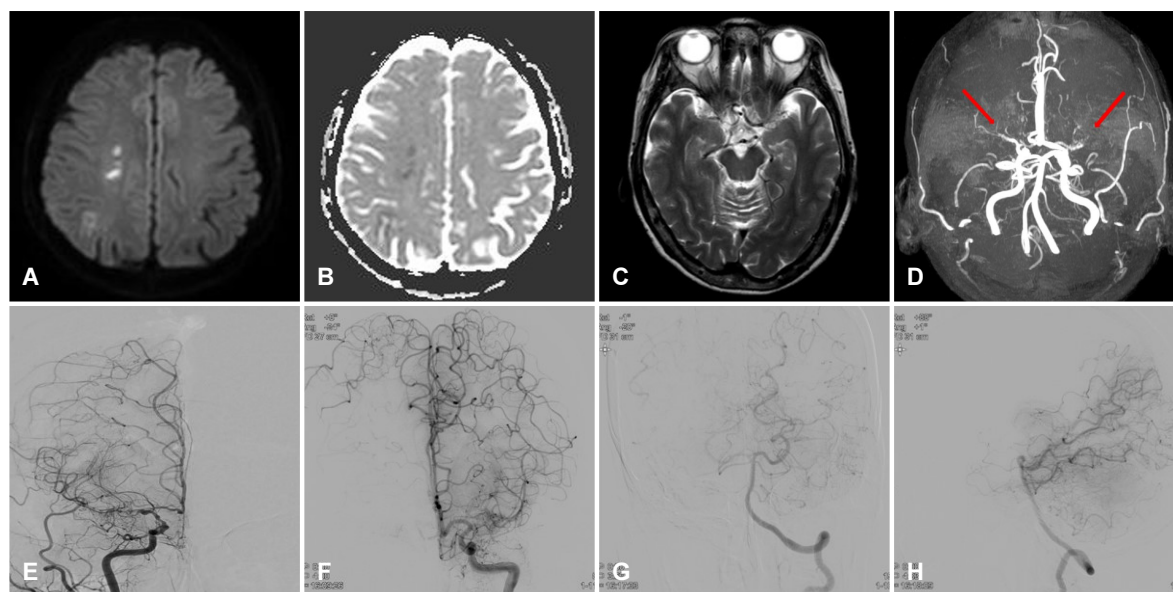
(A) Magnetic resonance imaging diffusion weighted image and (B) apparent diffusion coefficient (ADC) image shows the acute infarction in subcortical white matter of the right frontotemporal lobe. (C, D) T2-weighted image and magnetic resonance angiography show bilateral middle cerebral arteries (MCA) stenosis-occlusion at proximal M1 (arrows) with collaterals and abnormal vascular network. (E, F) Conventional digital subtraction angiography of both internal carotid arteries showed stenosis-occlusion of right MCA with basal collateral circulation, distal branch reconstitution and right anterior cerebral artery with leptomeningeal collateral circulation, also stenosis-occlusion of left MCA with abnormal vascular network with accessory MCA. (G, H) Angiography of left vertebral artery showed collateral circulation supplying the left MCA territory.
